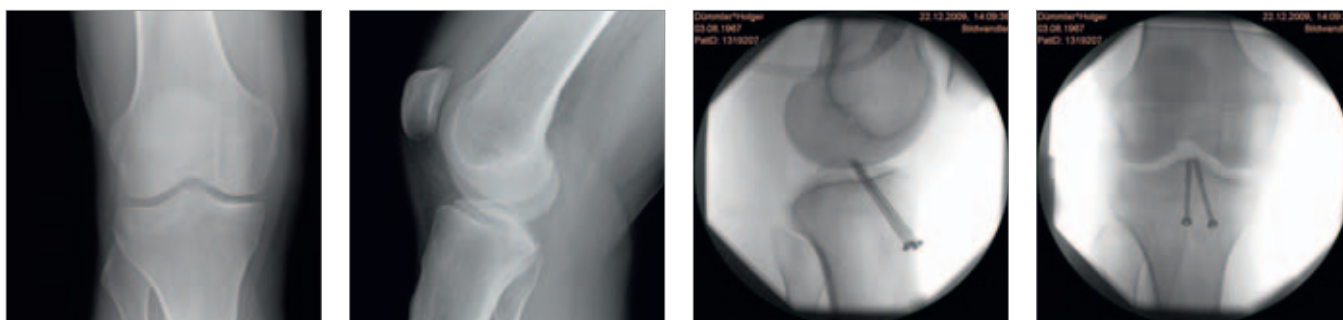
Eminentiafraktur, 42 Jahre, weiblich, Schisturz, Röntgen a.p. und seitlich, präoperativ und postoperativ
